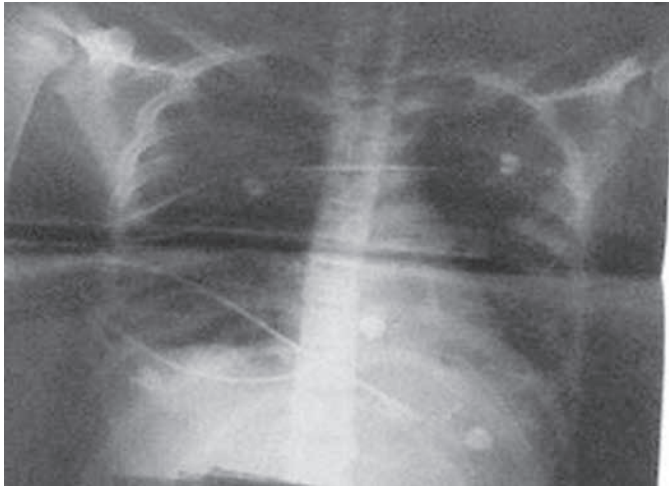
Radiografia de tórax evidenciando infiltrados alveolares localizados e em consolidação, derrame pleural (evolução da maioria dos pacientes) e pneumatoceles.
